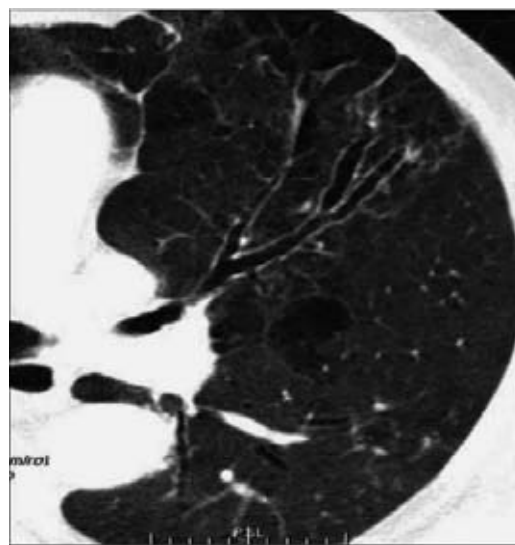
TC com imagem axial no nível da emergência do brônquio da língula demonstra a perda do afilamento brônquico usual, o que é compatível com o diagnóstico de bronquiectasias
